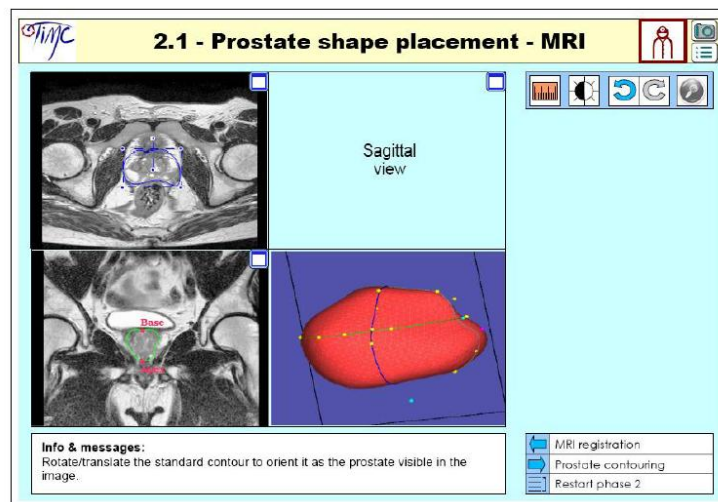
Interface proposée de segmentation IRM
